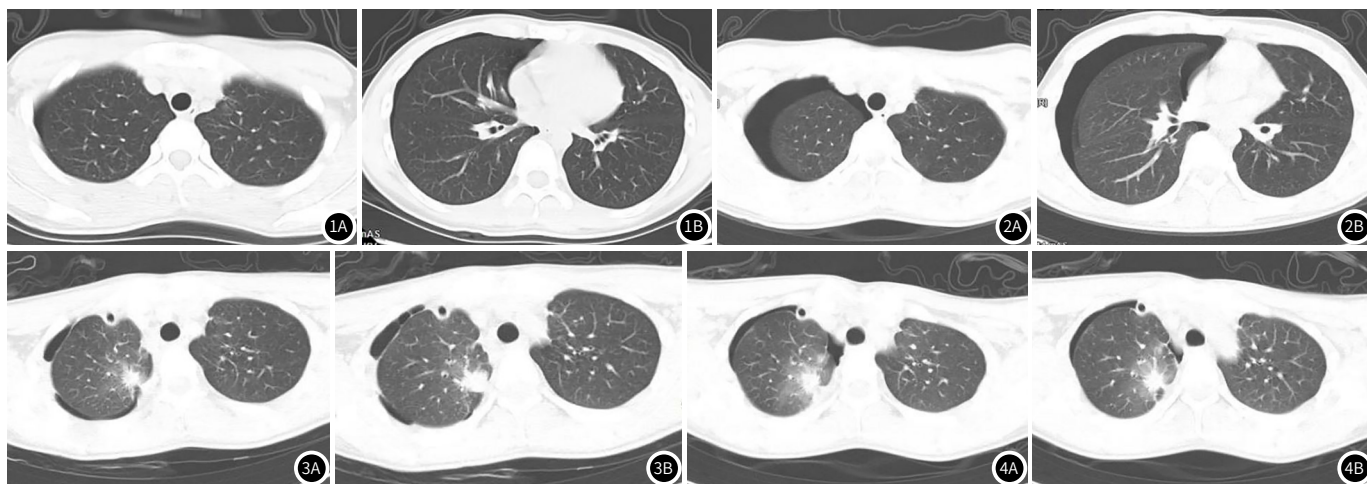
~图4 患者男, 16岁, 主诉: 活动后突发右侧胸痛5h。影像诊断: 右侧气胸胸膜固定术后改变。CT平扫示: 右侧胸腔内见气体密度影(图1); 行保守治疗3天后复出CT示右侧胸腔内气体密度较前明显增多(图2); 胸腔镜下行右侧胸膜固定术后CT示右侧胸腔积液较前明显减少并见右侧胸腔引流管影, 右肺上叶见少许斑片状高密度影(图3), 术后3天复查CT示右侧胸腔积液较前减少; 右肺上叶见少许炎症较前无明显变化(图4)。
